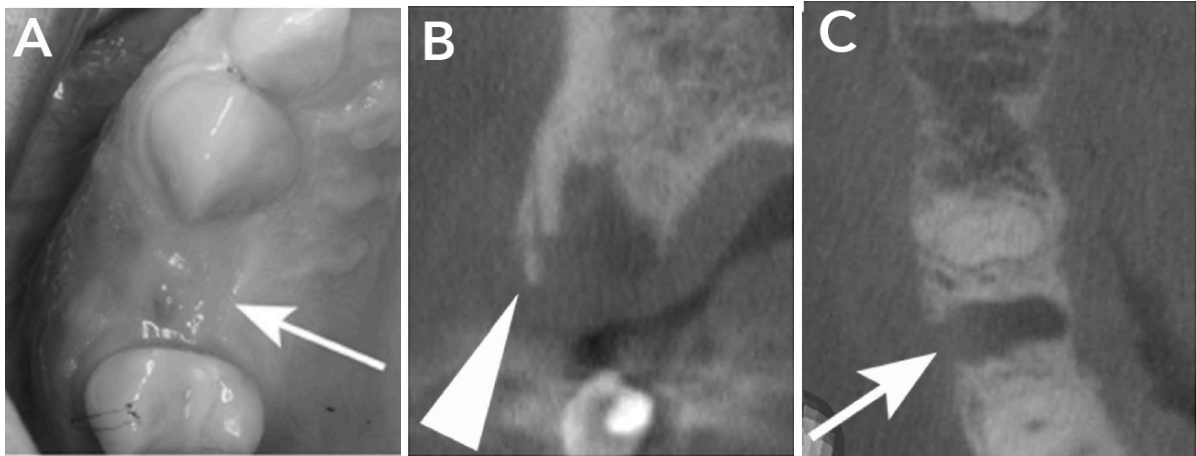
OCN de stade 0. (A) Vue clinique après extraction de 14, la cicatrisation muqueuse est complète malgré une légère zone érythémateuse distale (B)(C) Coupes CBCT de la zone d'intérêt avec présence d'un séquestre au niveau de la corticale vestibulaire (Shimamoto et coll.) (66)
